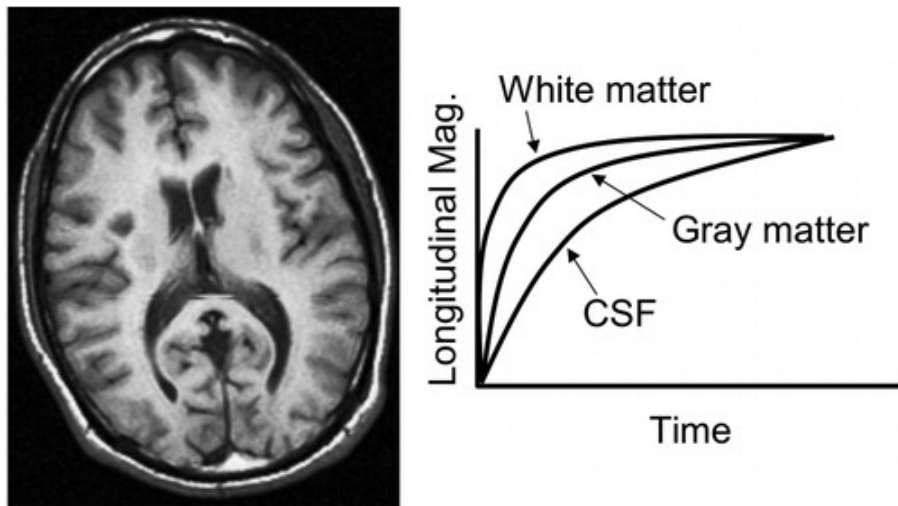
Contraste potenciado en T1 (*T1-weighted contrast*). El tiempo de relajación T1 varía en función del tipo de tejido.
